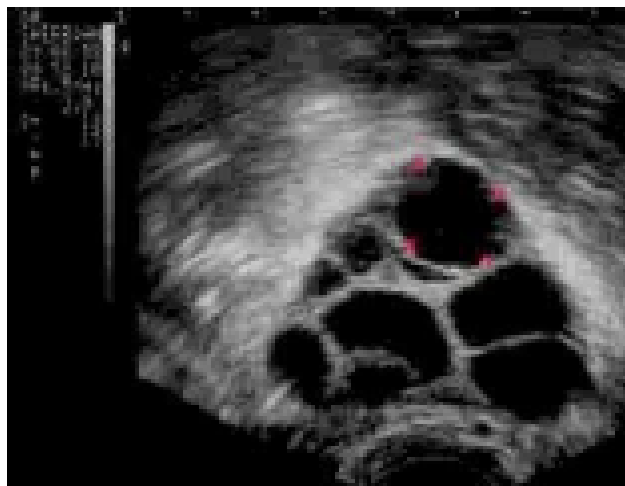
Échographie par voie endovaginale d'un ovaire stimulé en vue de FIV
